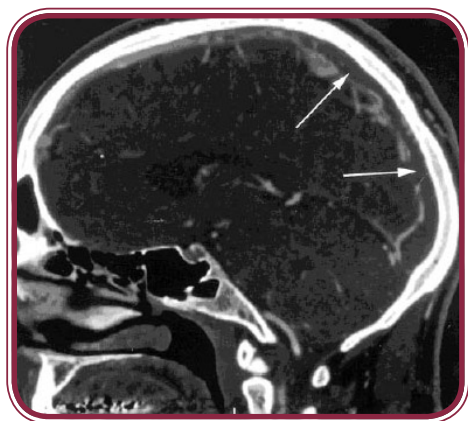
Angio-TAC multicorte. Se evidencia el llenado incompleto del seno sagital superior y de la confluencia de los senos (flechas). Vista lateral en proyecciones sagitales de máxima intensidad.
